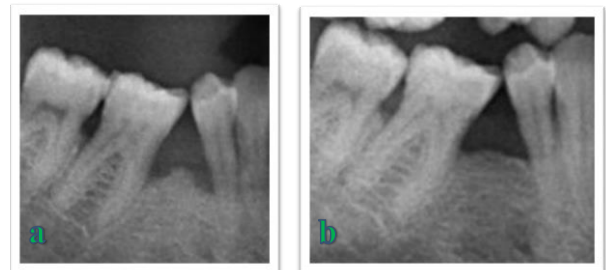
The radiographic x-ray before and after 2-years follow-up of the third case.
